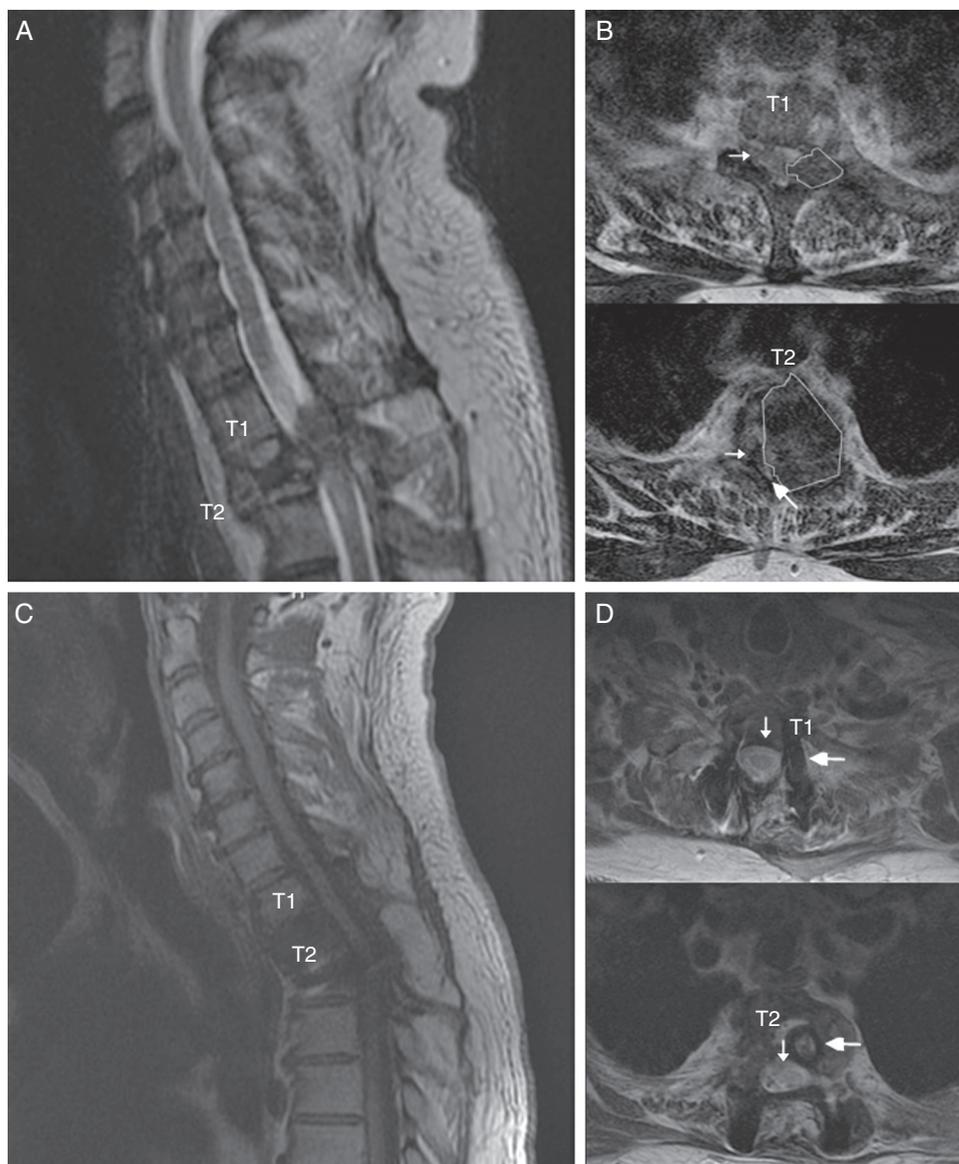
Imágenes de resonancia magnética (RM) espinal del caso presentado. A) RM de región cervicodorsal en proyección sagital que muestra el tumor invadiendo la vértebra T2. B) Cortes axiales a nivel de las vértebras T1 y T2 donde se presenta el tumor delimitado y el significativo desplazamiento del cordón medular (flecha pequeña) hacia la derecha y con escaso espacio subaracnoideo (flecha grande), lo que demuestra una compresión medular severa. C) RM de región cervicodorsal que muestra a liberación del canal medular de los niveles previamente afectados por el tumor. D) Cortes axiales a nivel de las vértebras T1 y T2 donde se objetiva la liberación del canal medular (flecha pequeña) y la resección completa de la lesión con colocación de material de fijación y estabilización (flecha grande).
